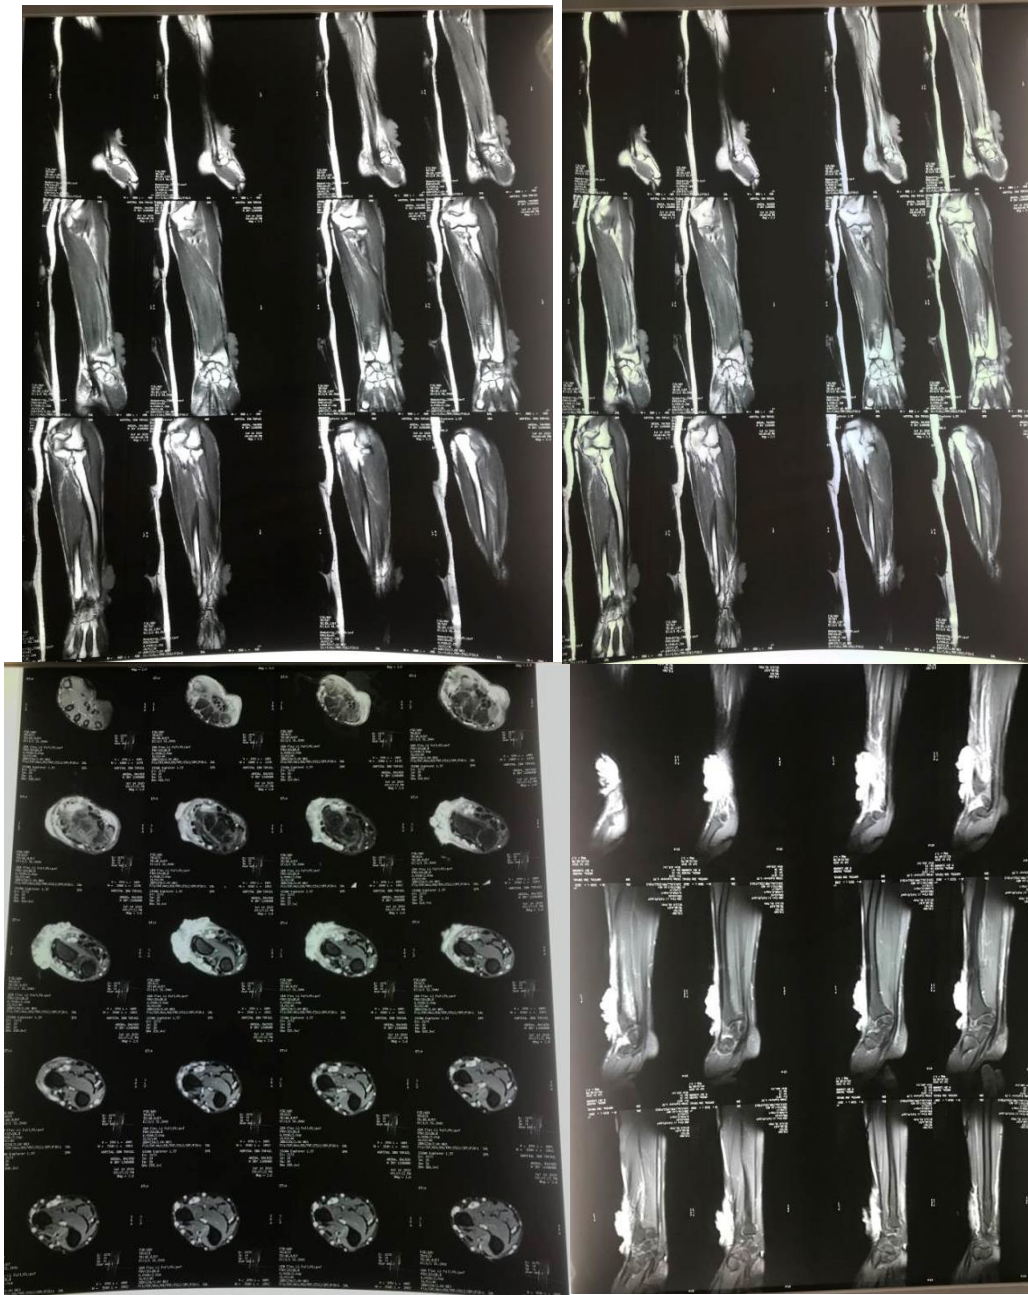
IRM de l'avant-bras objectivant une masse bourgeonnante cutanée et sous cutanée de la face externe de l'extrémité inférieure de l'avant-bras et des os du carpe avec infiltration hémi circonférentielle plus marquée au niveau de la région postérieure.
